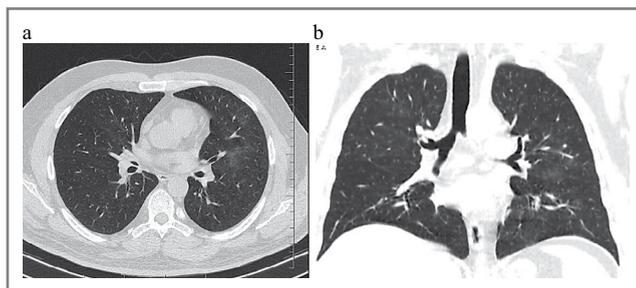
а – аксиальная проекция; б – фронтальная проекция КТ органов грудной клетки перед операцией. Отмечаются множественные участки затемнения в левом легком по типу «матового стекла».
